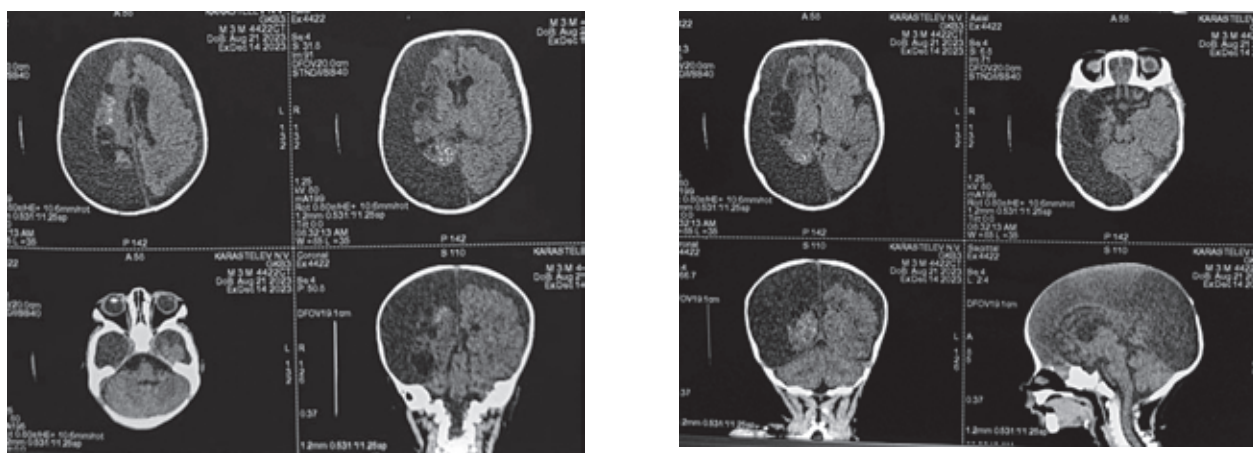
Результат МСКТ исследования у пациента Н., от 14.12.2023 г.
